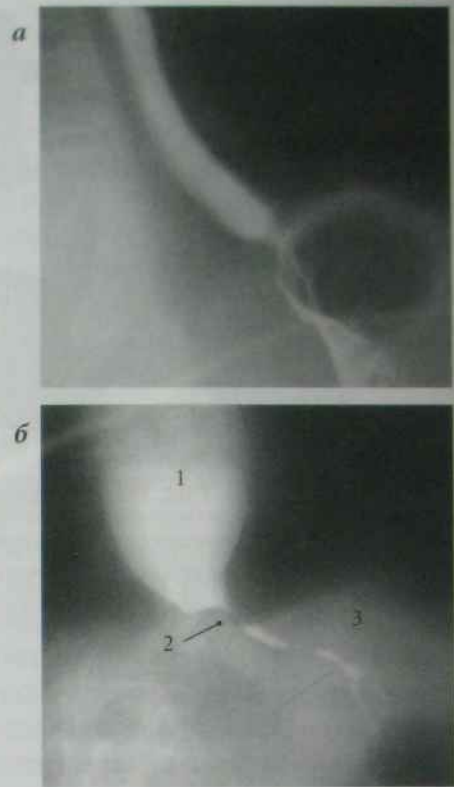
Рентгенограма середньої і нижньої третини стравоходу в правій косій проекції у фазу тугого наповнення:
